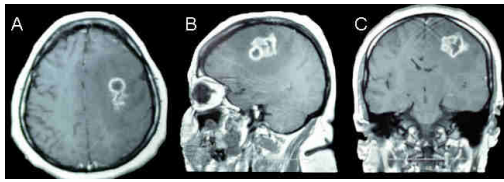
Resonancia magnética de cráneo en secuencia T1W con gadolinio en corte A. axial, B. coronal y C. sagital, donde se observa realce anular de la lesión, con presencia de centro hipointenso.
